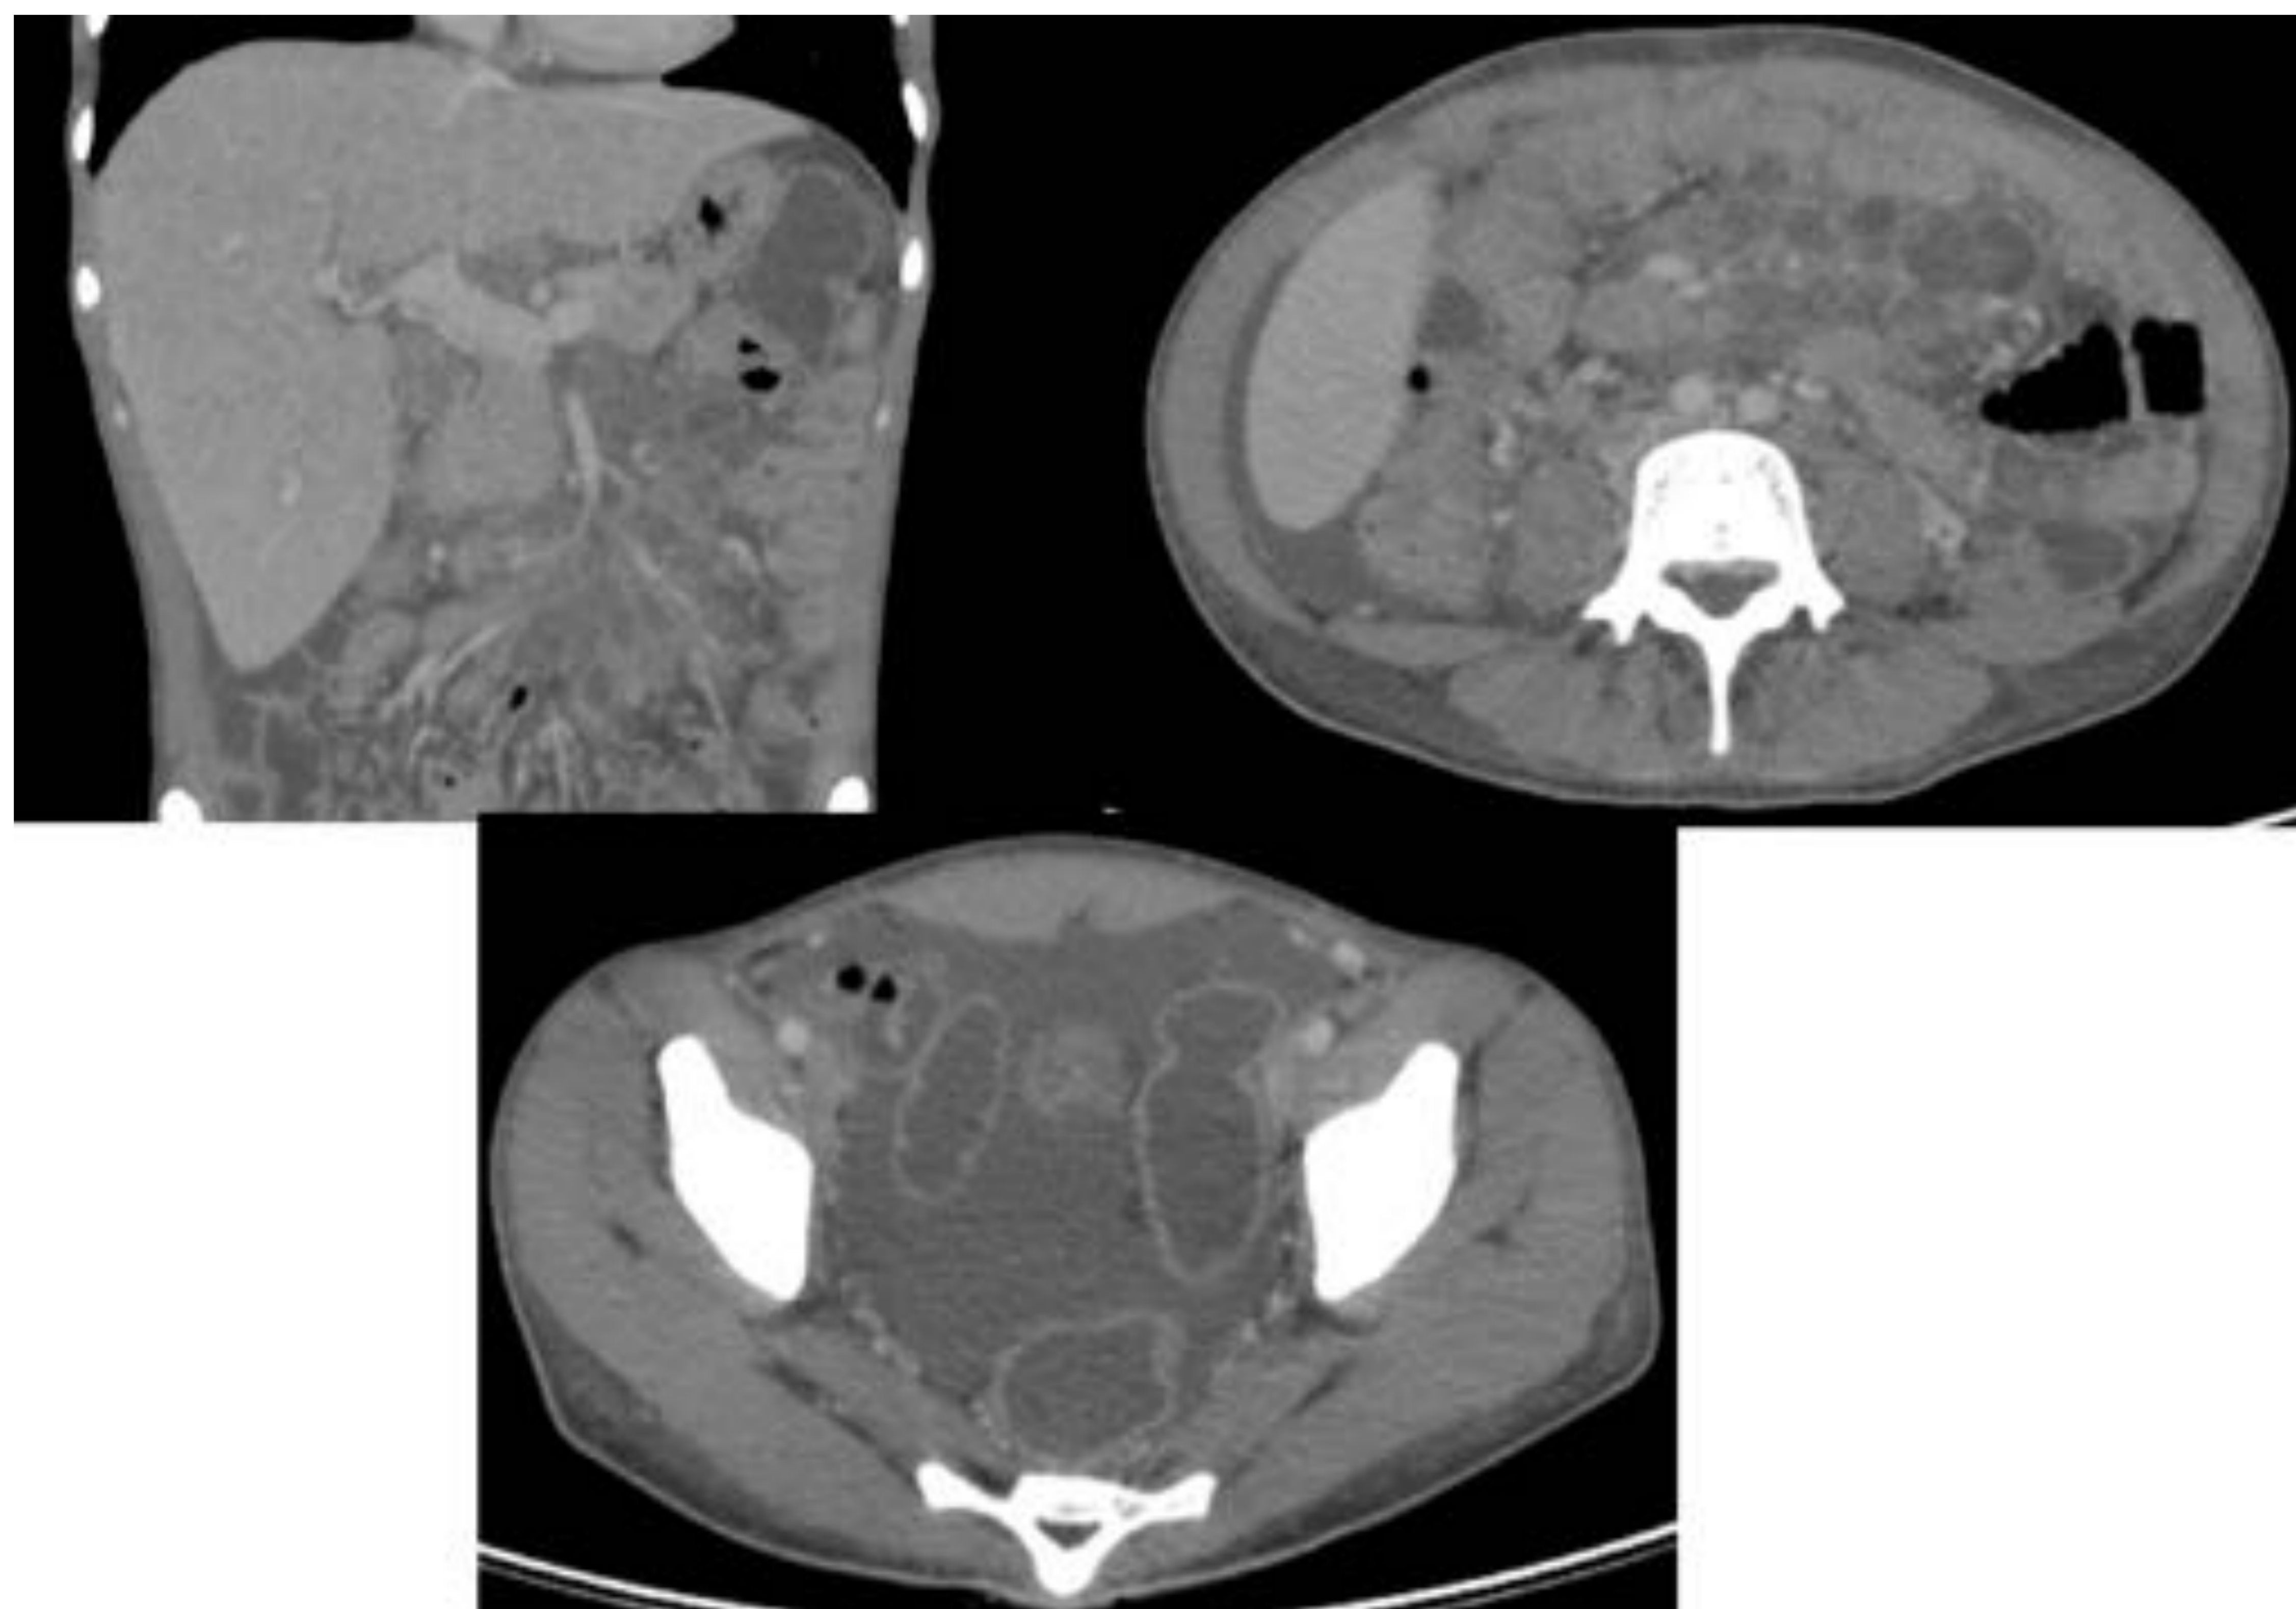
Mismo paciente que en las figuras 4 y 9. En el TC de abdomen se identifica hepatomegalia (imagen superior izquierda), numerosas adenopatías mesentéricas con centro necrótico e hiperrealce periférico (imagen superior derecha) y ascitis de predominio en la pelvis (imagen inferior).
